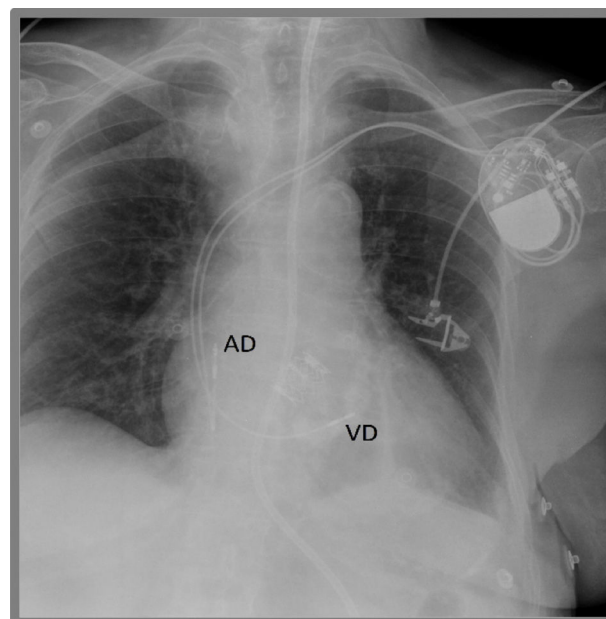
Radiografía de tórax de un marcapasos bicameral. Se observa electrodo en aurícula derecha (AD) y en ventrículo derecho (VD).
